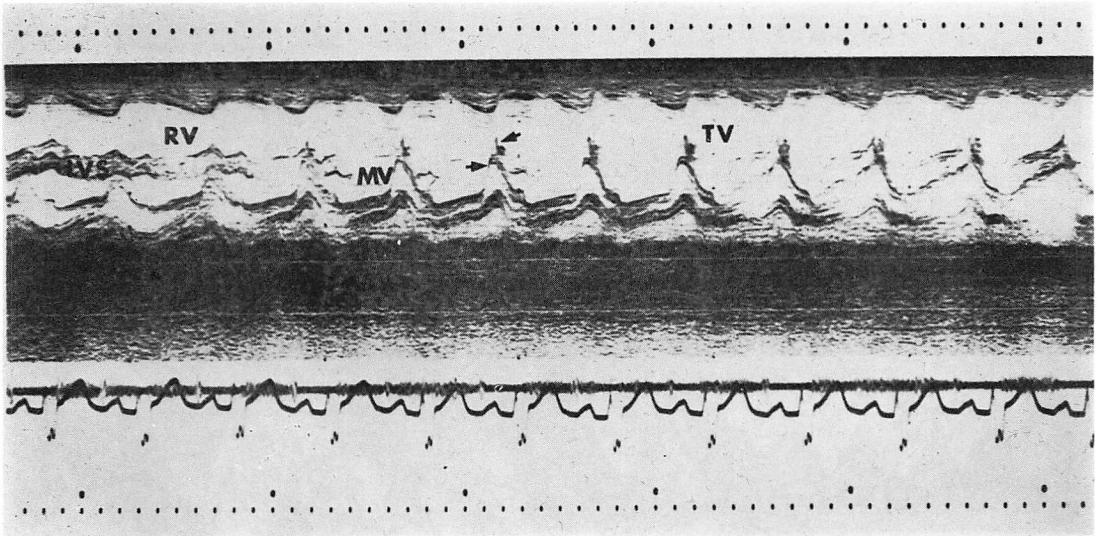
Echocardiogram of large ventricular septal defect (ECD type).
